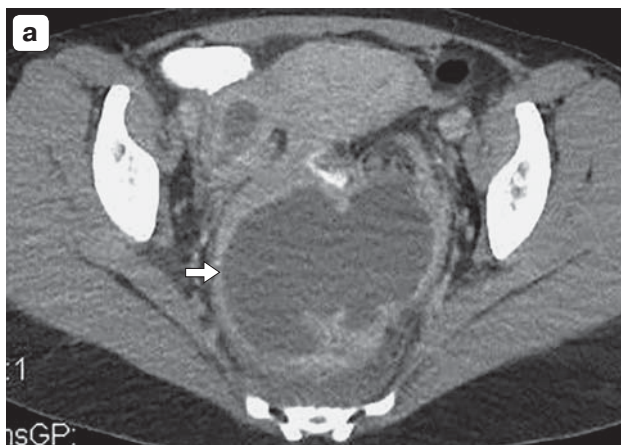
КТ живота и малого таза с болюсным КУ, паренхиматозная фаза. а – аксиальный срез; б – сагиттальная реформация. Парааппендикулярный абсцесс в полости малого таза (белая стрелка) в позадимадном пространстве при тазовом положении червеобразного отростка.
